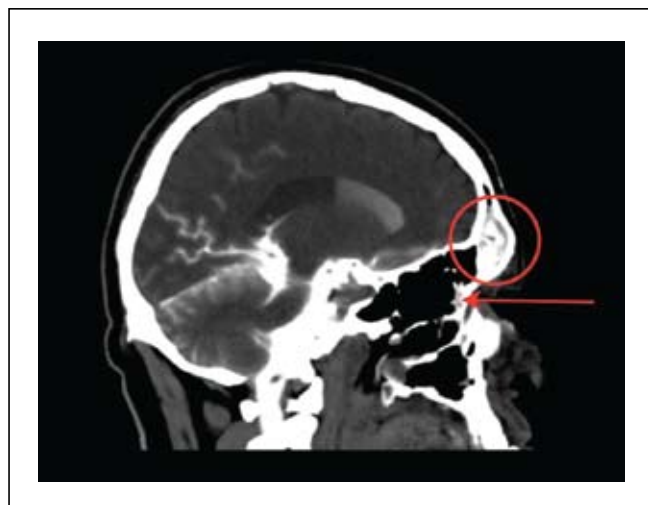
КТ-Ц с назальной ликвореей; красный круг – контрастный препарат в правой лобной пазухе; красная стрелка – контрастный препарат в полости носа.
